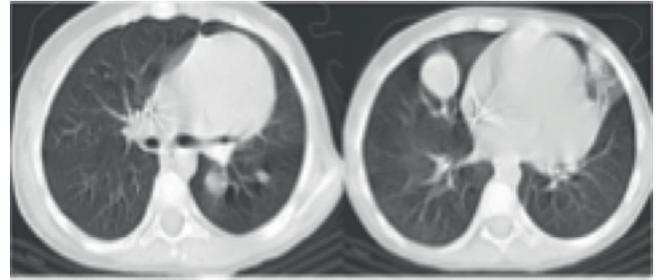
Tomografía de hombro derecho con presencia de implantes nodulares intrapulmonares bilaterales sugerentes de metástasis.
